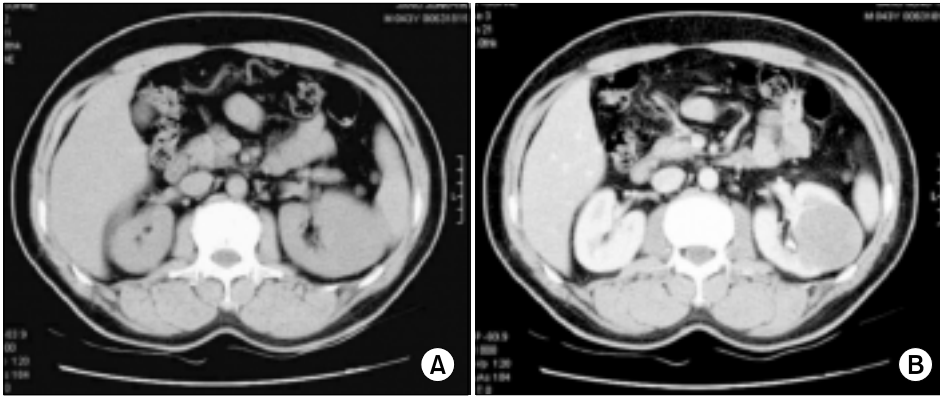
Findings of abdominal CT scan with precontrast (A) and postcontrast (B). Abdominal computed tomography shows 5cm sized low density renal mass in the mid portion of left kidney.
